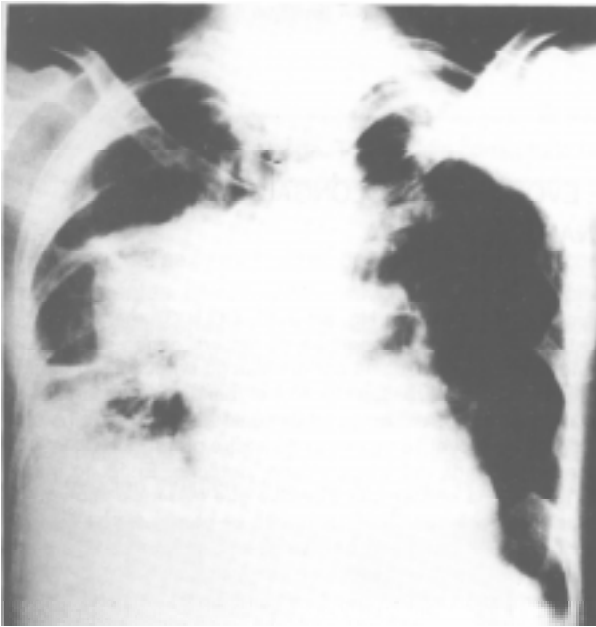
Radiografía de tórax; marzo 1998.
